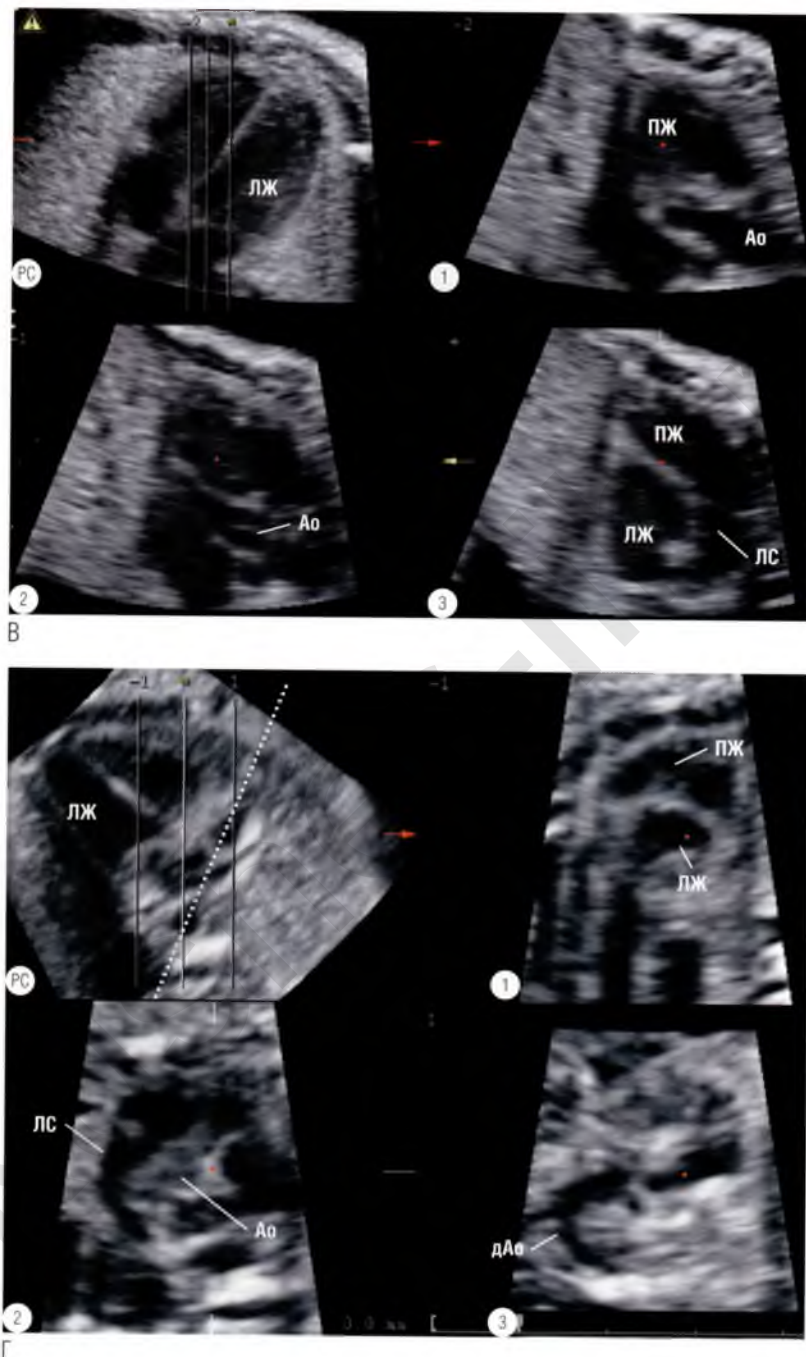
продолжение (В) Серия из трех параллельных томографических ультразвуковых срезов, полученных в четырехкамерной позиции в сагиттальной плоскости. Срез ① представляет собой изображение восходящего отдела аорты. Срез ② демонстрирует устье аорты (Ао) с аортальным клапаном, на срезе ③ визуализируются левый желудочек (ЛЖ) по короткой оси и выводной тракт правого желудочка. (Г) Серия из трех параллельных томографических ультразвуковых срезов, полученных в четырехкамерной позиции в сагиттальной плоскости с большим «шагом», чем на (В). В данном случае удалось получить информативные срезы по короткой оси левого желудочка и выводного тракта правого желудочка ①, по короткой оси аорты ② и по длинной оси дуги аорты (дАо) ③. Для получения качественного изображения дуги аорты необходимо наклонить датчик влево соответственно пунктирной линии на референсном срезе (РС) или повернуть датчик из четырехкамерной позиции так, как это сделано при получении срезов на (Д-3). ▶
